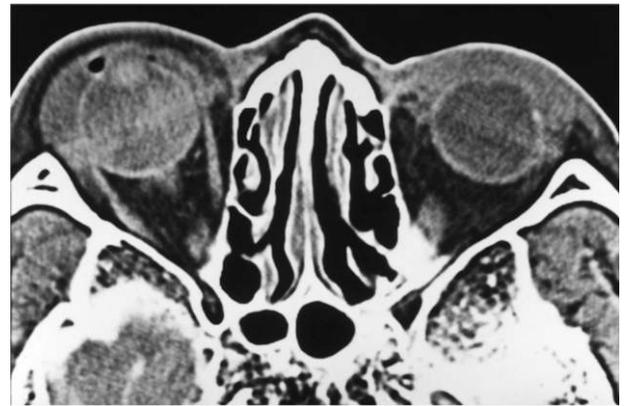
症例 3(02009) Computerized tomography (CT).
